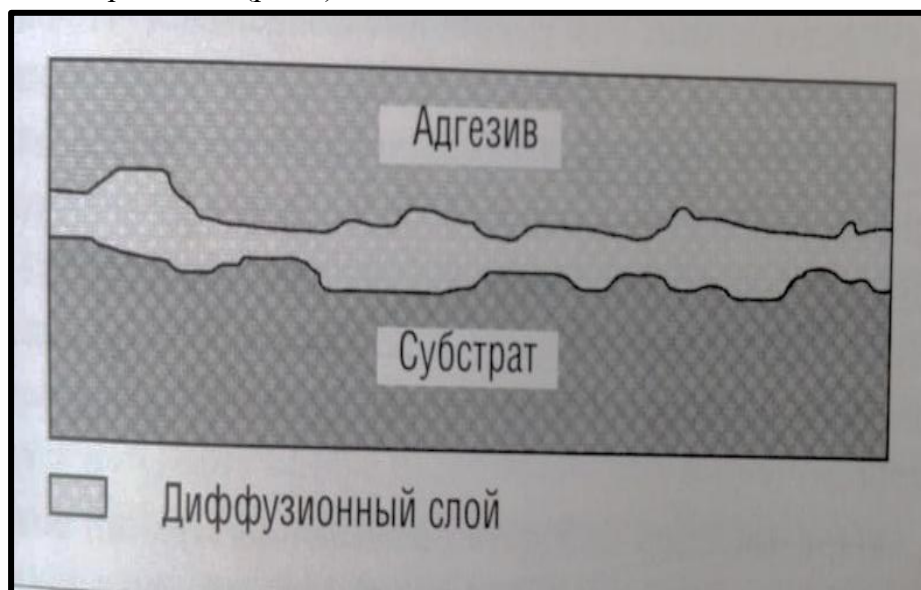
Диффузионный переходной слой, образованный взаимным переплетением молекул адгезива и субстрата.
